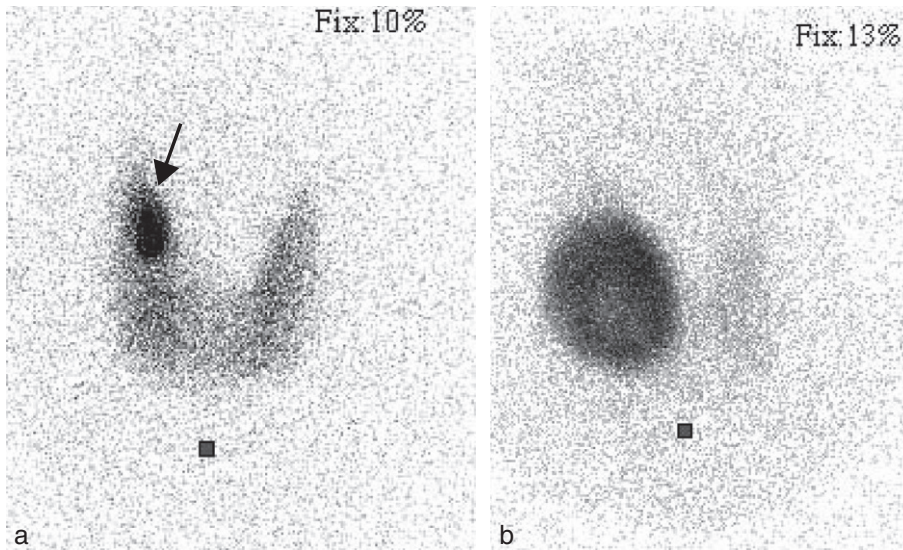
Aspect scintigraphique d'un nodule prétoxique (a, flèche) et d'un adénome toxique (b).
